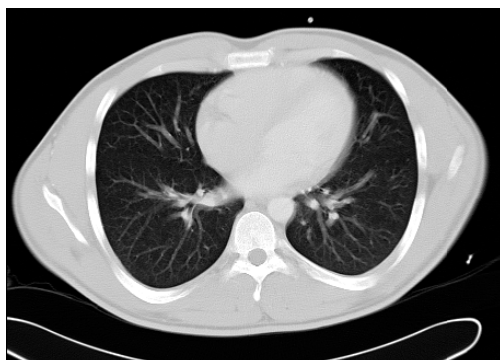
CT Scan eines gesunden Patienten vor Intubation
